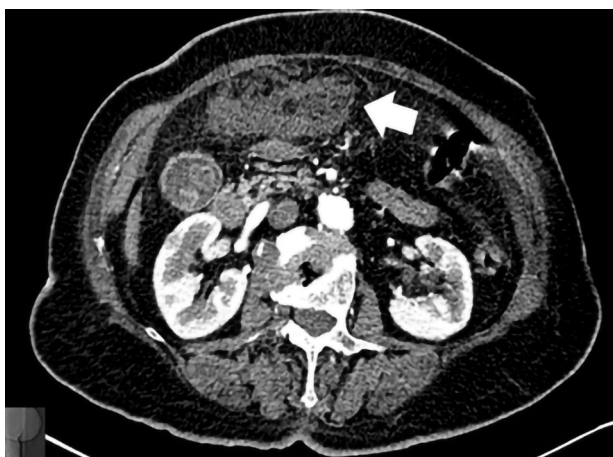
Контрольная МСКТ органов брюшной полости с болюсным контрастированием от 26.05.2023 г. Аксиальные КТ-срезы на уровне почек и нижнего края печени
